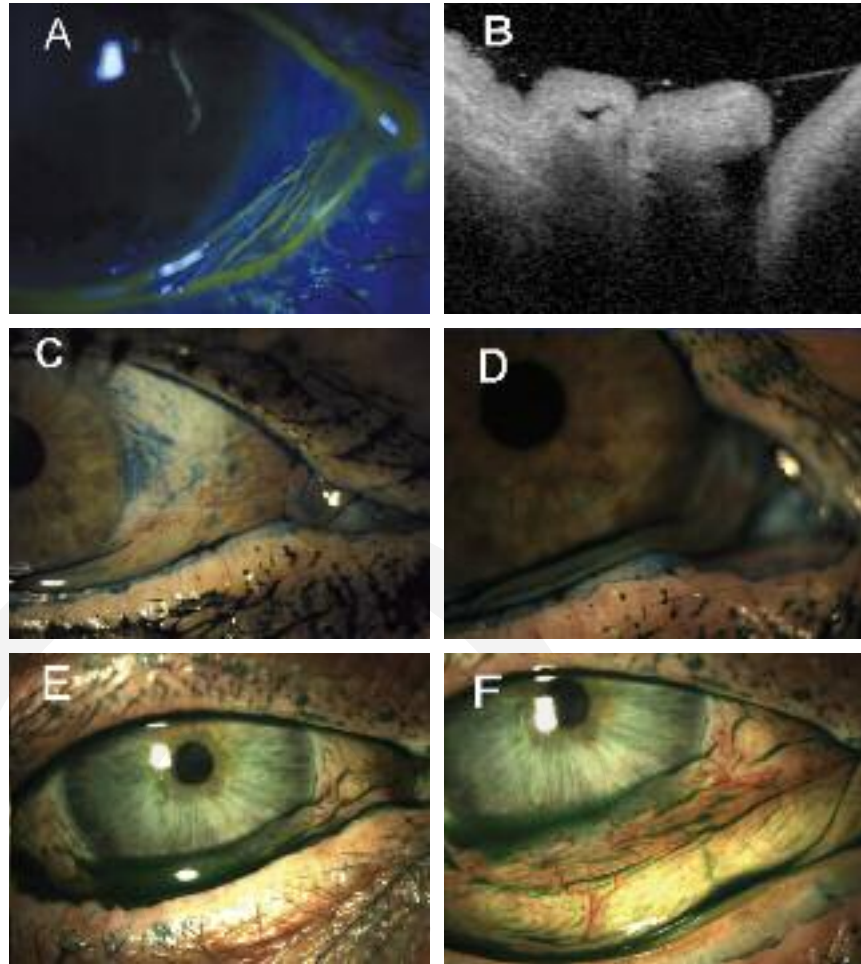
Exploración clínica en la conjuntivocalasia (CC). A. Visualización de los pliegues conjuntivales tras instilación de fluoresceína. B. Tomografía de coherencia óptica anterior en la que se aprecia el menisco lagrimal ocupado por los pliegues conjuntivales. C. Coexisten CC, disfunción de las glándulas de Meibomio y pinguécula (teñida con verde de lisamina), patologías frecuentes en la población senil. D. Oclusión del punto lagrimal en aducción, donde también se aprecia la anteriorización de la unión mucocutánea. E. CC (grado 3 de LIPCOF) donde se observa la formación de un segundo menisco lagrimal sobre los pliegues. F. Con la eversión del párpado se aprecia mejor la retención del colorante entre las arrugas conjuntivales del fórnix. También se ve la anteriorización de la línea de Marx.
